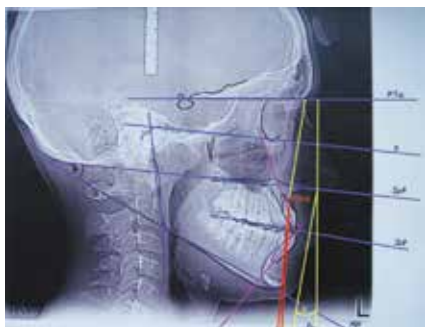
Фото телерентгенограммы пациентки Г-к И., 16 лет с верхнечелюстной микрогнатией (недоразвитием тела верхней челюсти на 4 мм) и нижнечелюстной макрогнатией (чрезмерным развитием нижней челюсти: тела — на 5 мм, ветви — на 6 мм)
